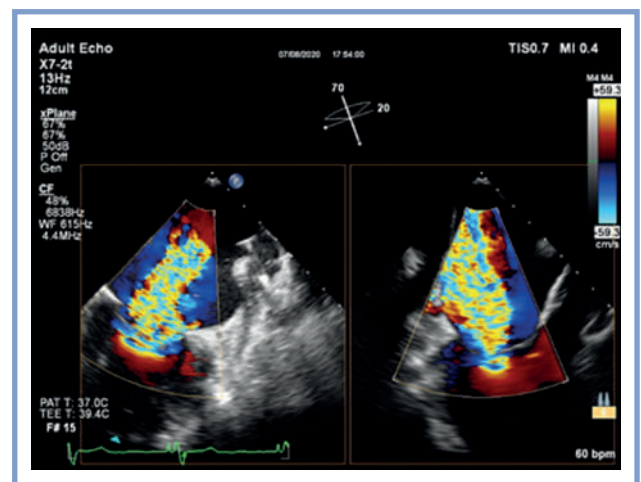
Чреспищеводная эхокардиография (biplane). В 2 проекциях видна широкая струя митральной регургитации 4 степени.
